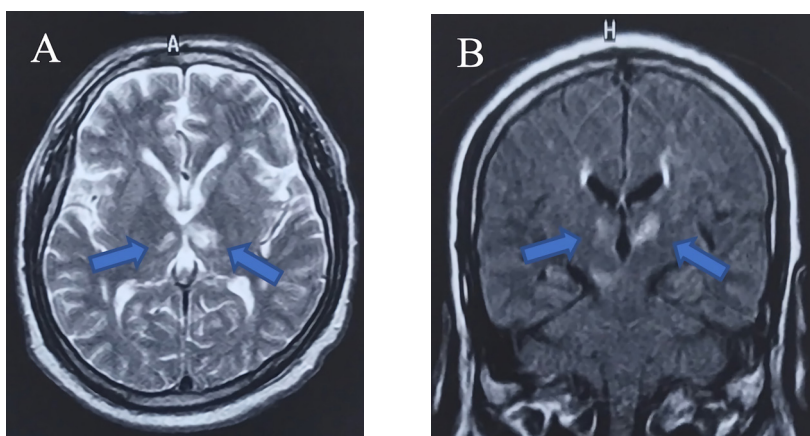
A) Resonancia magnética en T2 FLAIR corte axial donde se muestra el infarto isquémico bilateral en la región talámica sin evidencia de lesiones en sustancia blanca, y sin datos de hemorragia o complicaciones del infarto (flechas azules). B) DWI se observa con restricción a la difusión y con lesiones presentes en región talámica bilateral (flechas azules), en un corte coronal sin presencia de complicaciones del infarto, sin hemorragia o desplazamiento de línea media.
